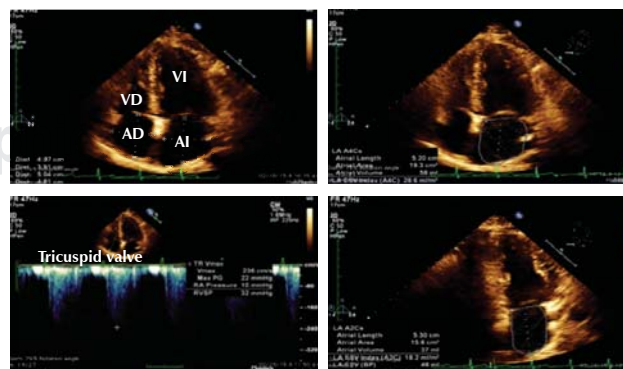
Ecocardiograma inicial.
